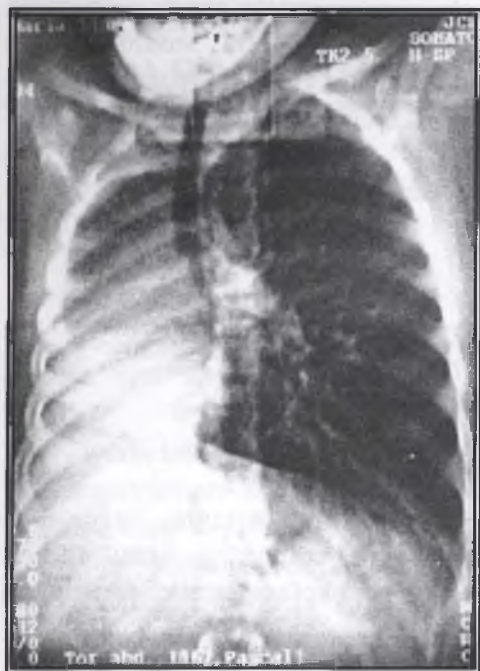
Radiografia cutiei toracice (după I.Pascal). Agenezia plămânului drept (lămurire în text).
